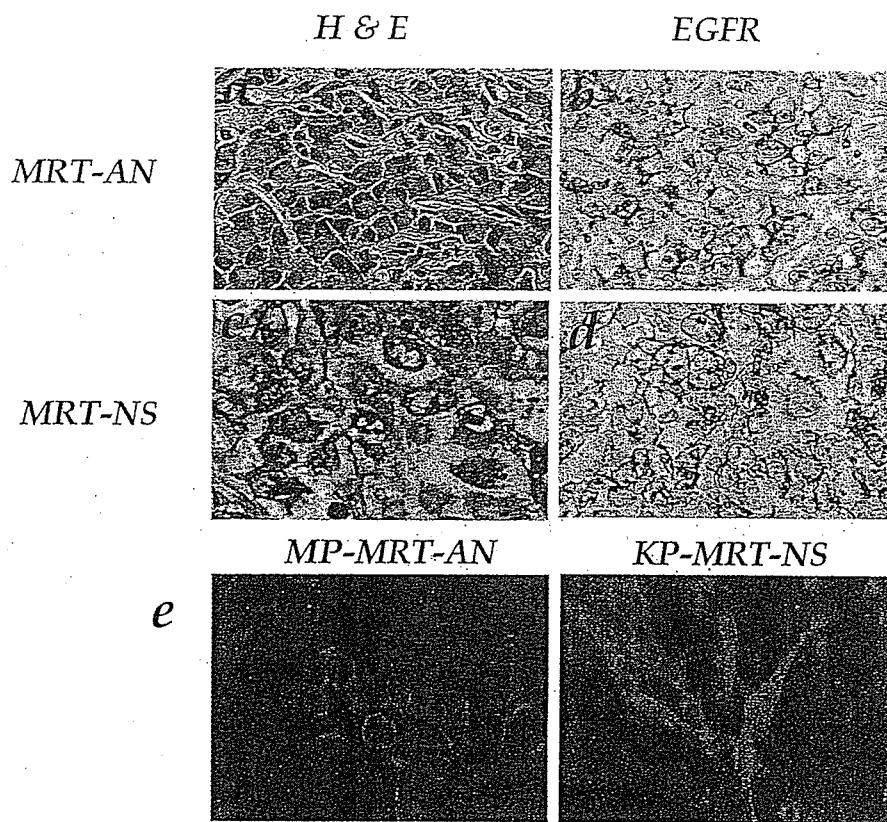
MRT腫瘍組織と細胞株におけるEGFRの発現
